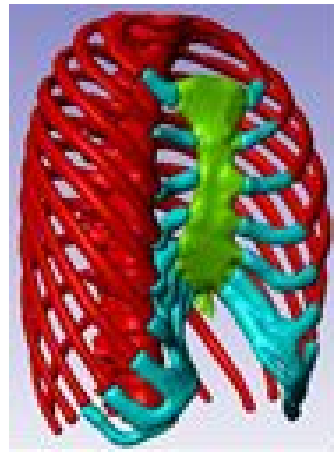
CT から作成した胸郭 CAD モデル
